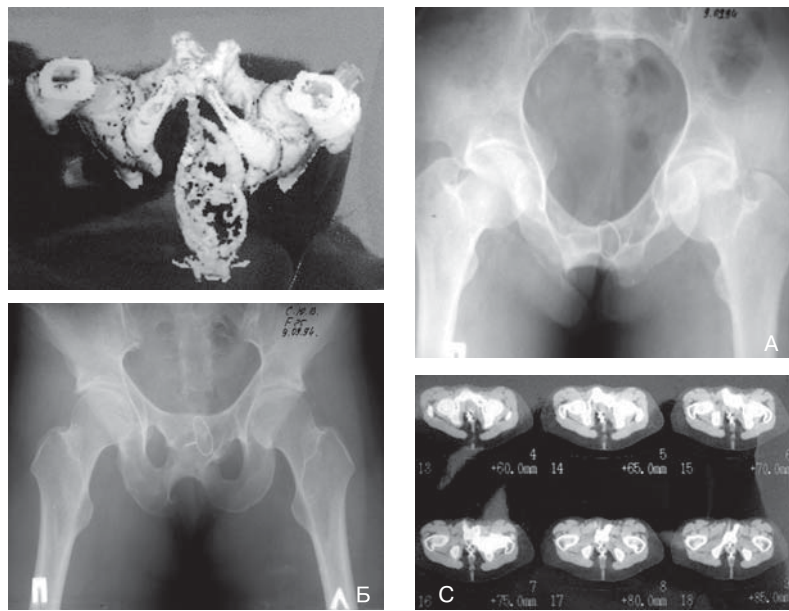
Гиперпластический синостоз лобковых костей. А. Каудальная проекция. Б. Прямая проекция. С. КТ-таза, реконструкция
